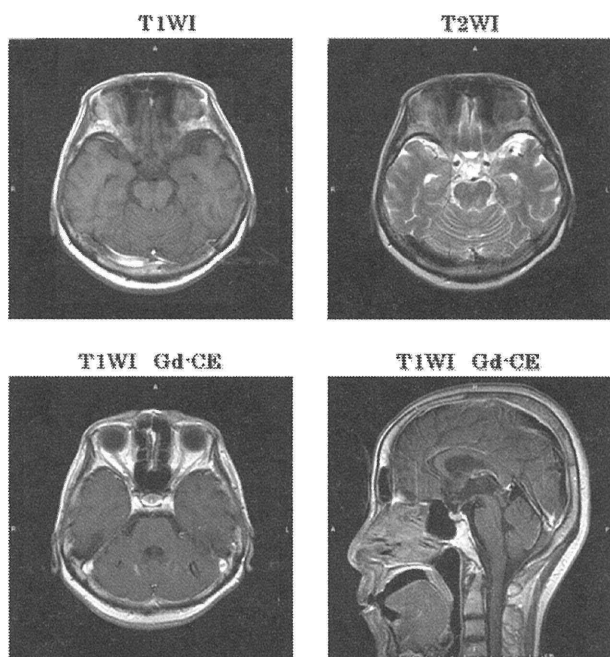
入院時頭部 MRI。小脳半球の萎縮や第4脳室の拡大はなく、造影効果を示す病変も認めなかった。
